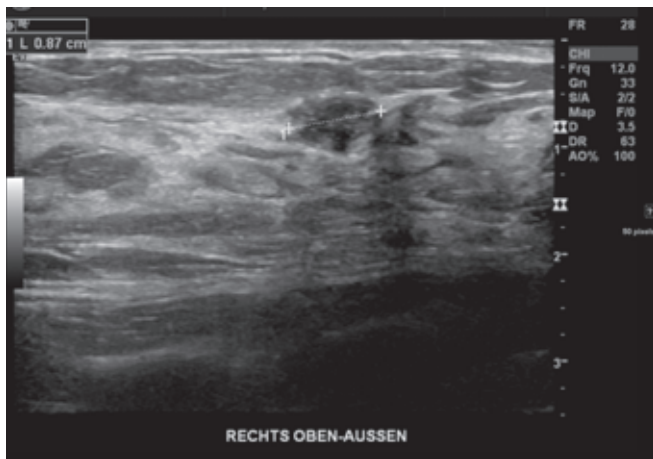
Mammasonografie rechts oben aussen, Schwester 1
